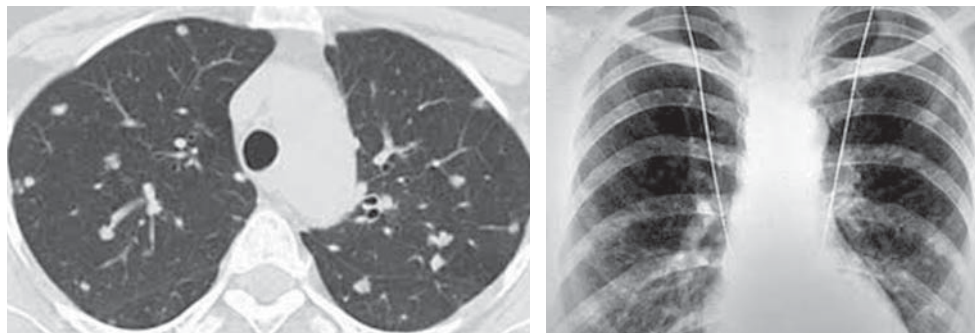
КТ и прицельная рентгенограмма ОГК нижних отделов легких. Множественные полиморфные очаговые тени преимущественно в нижних долях обоих легких
